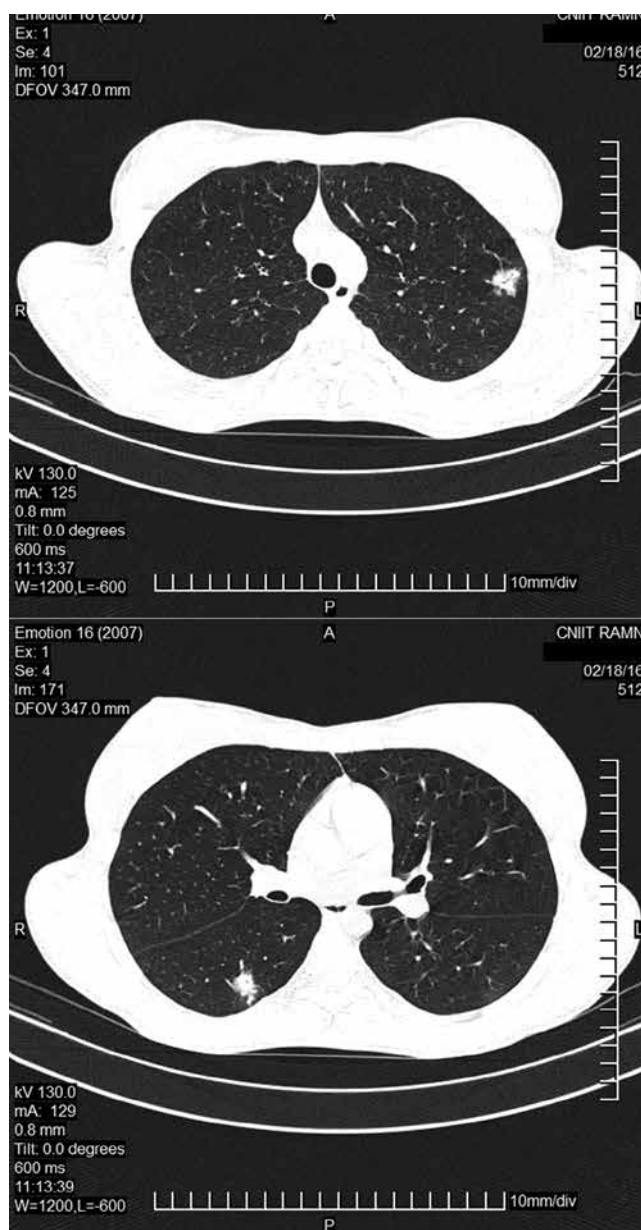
Пациентка А. Аксиальные срезы КТ ОГК при поступлении: в $S_{1,2}$ левого легкого определяется группа акцинозных, акцинозно-нодозных очагов с мелким распадом до 5 мм; в субплевральной зоне S_6 правого легкого определяется уплотнение с размытыми контурами
